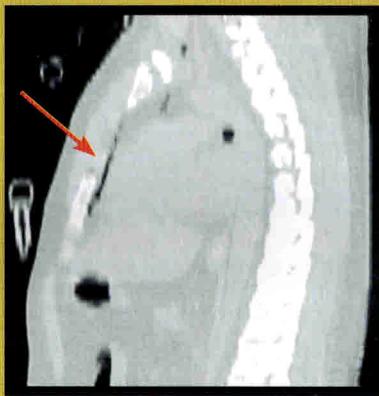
Тот же больной. КТ. МPR-реконструкция
